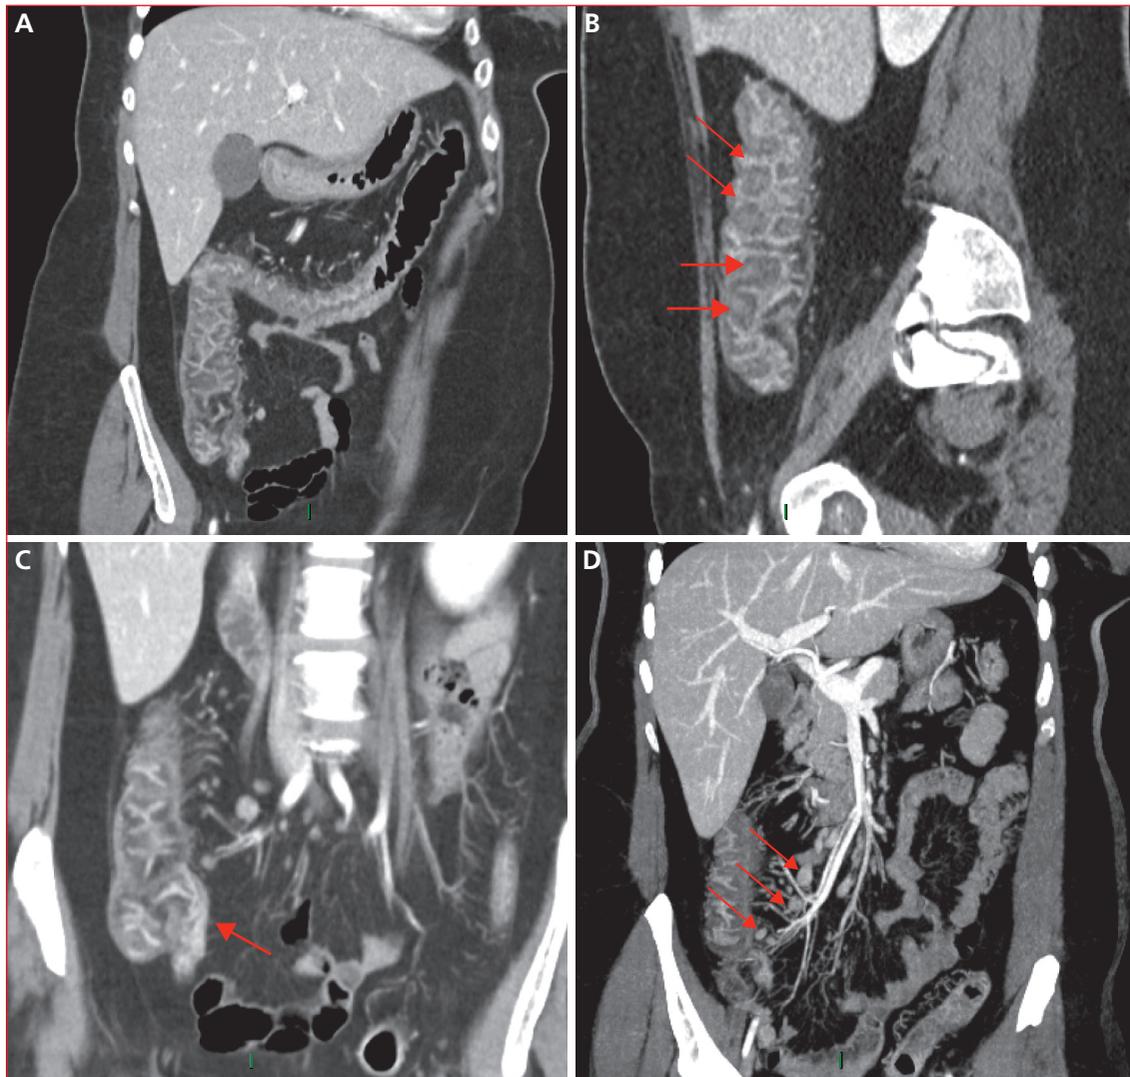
• A) Reconstruction tomodensitométrique (TDM) dans un plan coronal oblique montrant un épaississement pariétal colique prédominant sur le côlon droit et la partie droite du côlon transverse. B) Reconstruction TDM sagittale sur le côlon droit montrant le signe typique de l'accordéon : épaississement hypodense sous-muqueux prédominant au niveau des haustrations (flèches épaisses) associé à une prise de contraste muqueuse hyperdense (flèches). C) Reconstruction TDM dans un plan coronal oblique montrant un épaississement pariétal hyperdense d'aspect inflammatoire de la paroi de la dernière anse iléale (flèche). D) Reconstruction TDM dans un plan coronal en MIP (*Maximum Intensity Projection*) montrant de multiples ganglions hyperdenses d'allure inflammatoire le long du tronc iléo-cæco-appendiculaire (flèches).
